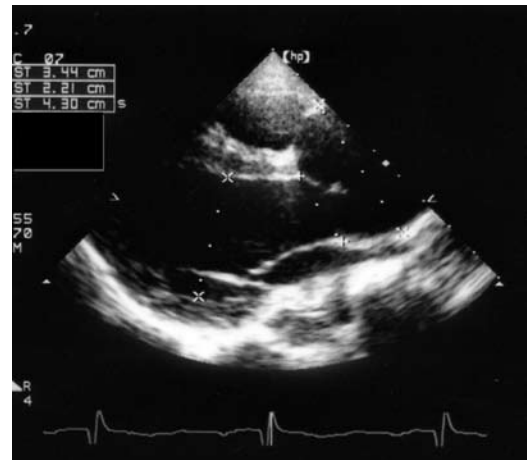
Left ventricular long-axis view of echocardiogram recorded at 9 years of age, showing marked dilatation of the aortic root, with a diameter of 43 mm. Aortic valve annulus shows only slight dilatation and left ventricular hypertrophy is not noted.
